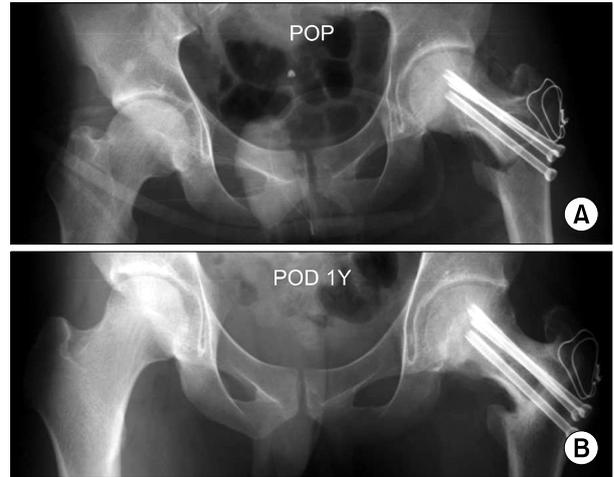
Radiographic findings of a 22-year-old man with alcoholic ONFH with mild collapse of the left hip. (A) Immediate post-operative radiograph of both hip joints, anteroposterior view showing the transtrochanteric rotational osteotomy of left hip joint. (B) Postoperatively radiograph of both hip joints, anteroposterior view at one year after the osteotomy, showing preservation of the femoral head contour and joint space.
